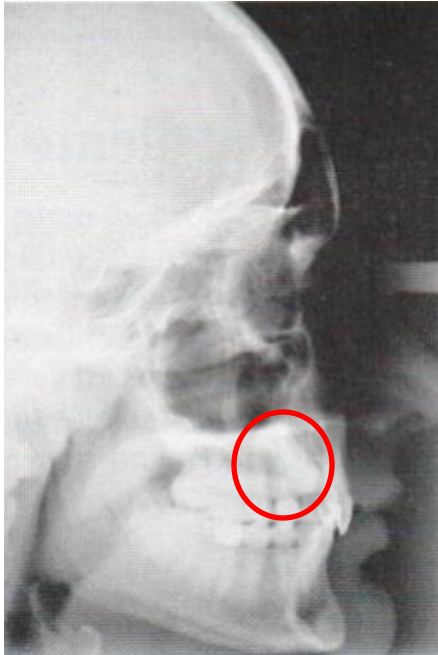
Radiografía lateral de cráneo en la que se observa la posición palatina de los caninos superiores.
